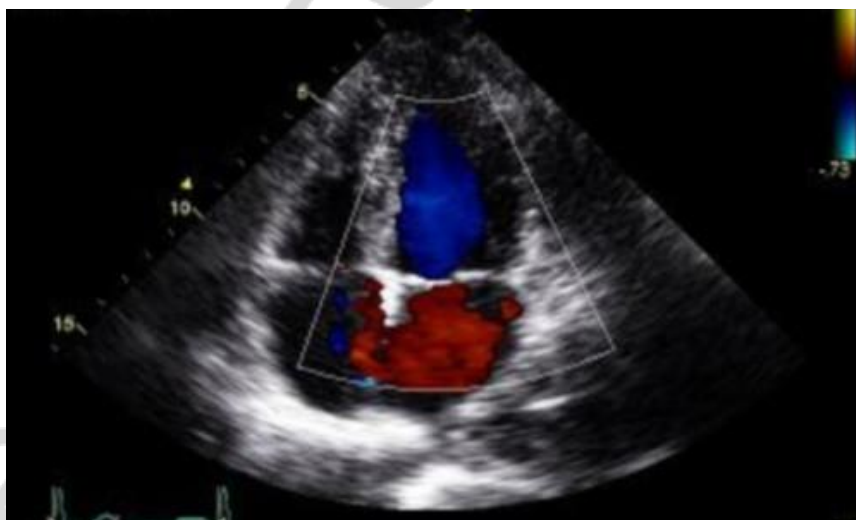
Эхокардиография
